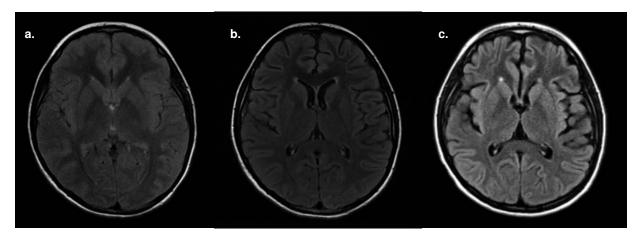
Resonancia magnética cerebral simple con serie de cortes axiales en secuencia FLAIR de la paciente del caso 2. a. Estudio realizado en el momento de su ingreso al hospital; no se observan alteraciones en el parénquima cerebral. b. Estudio realizado cuatro meses después de su ingreso; se aprecia pérdida incipiente del volumen cerebral debida a un mayor crecimiento de los ventrículos y a la ampliación del tamaño de los surcos cerebrales. c. Estudio realizado 11 meses después del inicio de sus síntomas, en el cual se observa una pérdida mucho mayor de volumen cerebral en comparación con los anteriores.
